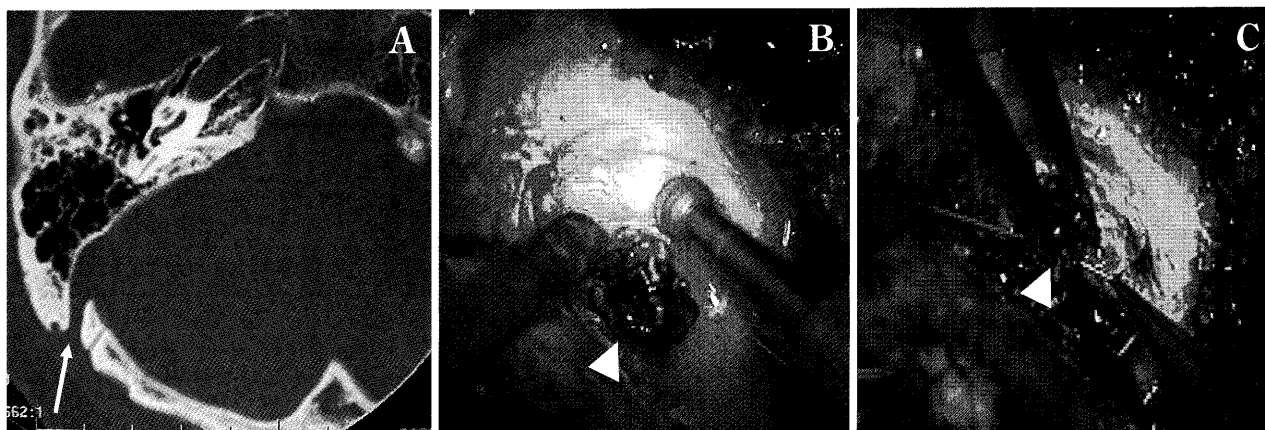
A bone-window CT scan showing a well-developed emissary canal (arrow) joining with the right sigmoid sinus (A). A large emissary vein (arrowhead) is exposed with drilling (B) and ligated (C).
